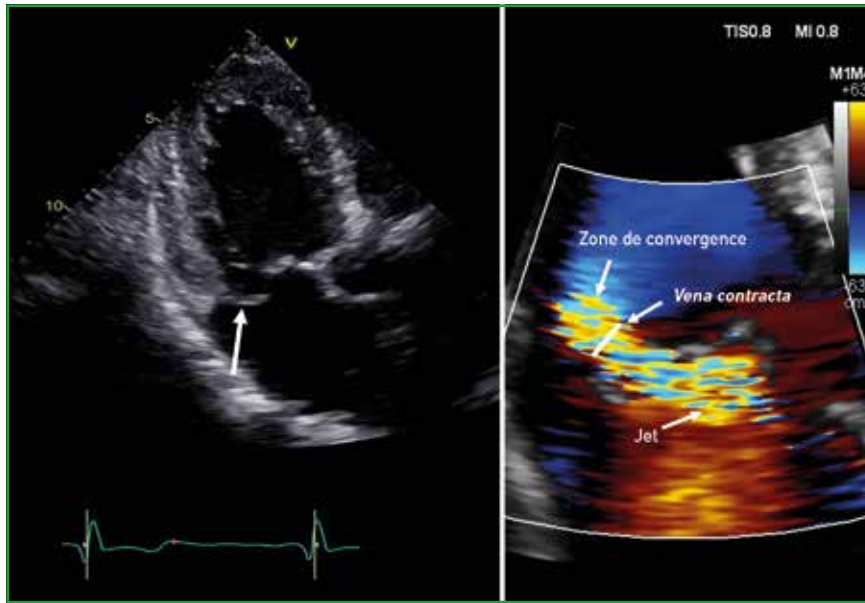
Aspect de flail (flèche blanche à gauche) en échocardiographie transthoracique (coupe apicale 3 cavités) et représentation des différents constituants du jet d'IM (droite).
